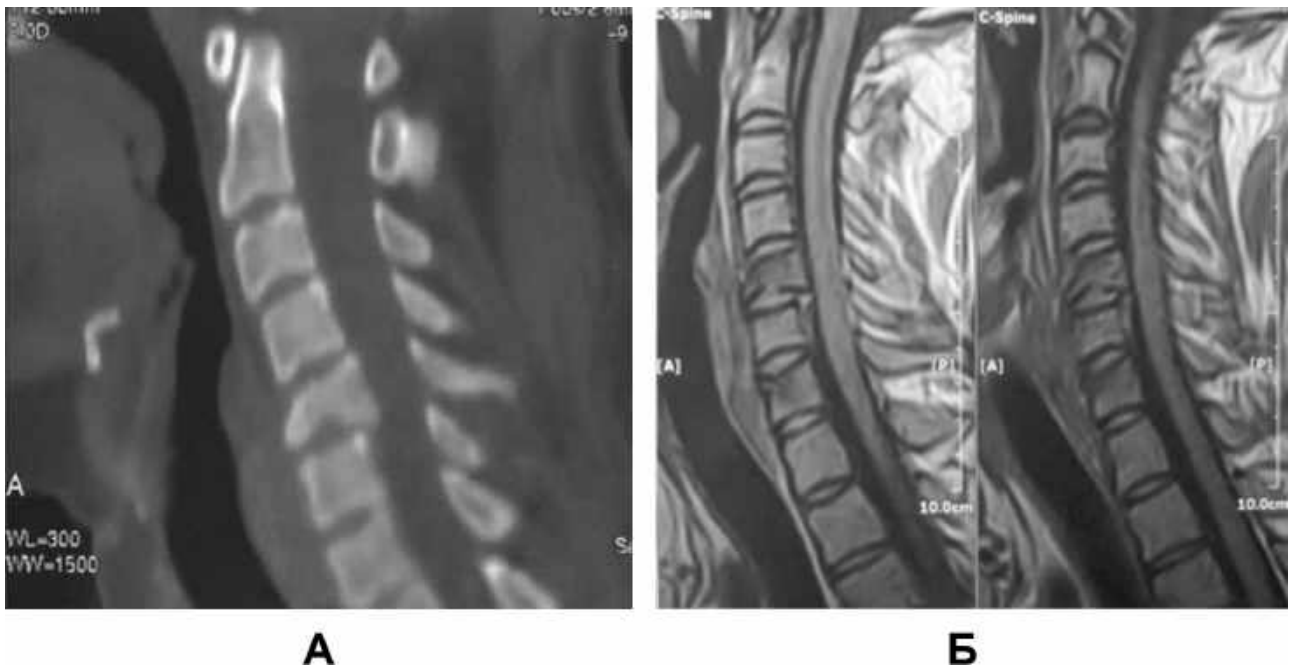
Результати обстеження пацієнта К-ова при госпіталізації. А - МРТ. Б - СКТ, реконструкція в сагітальній проекції.
